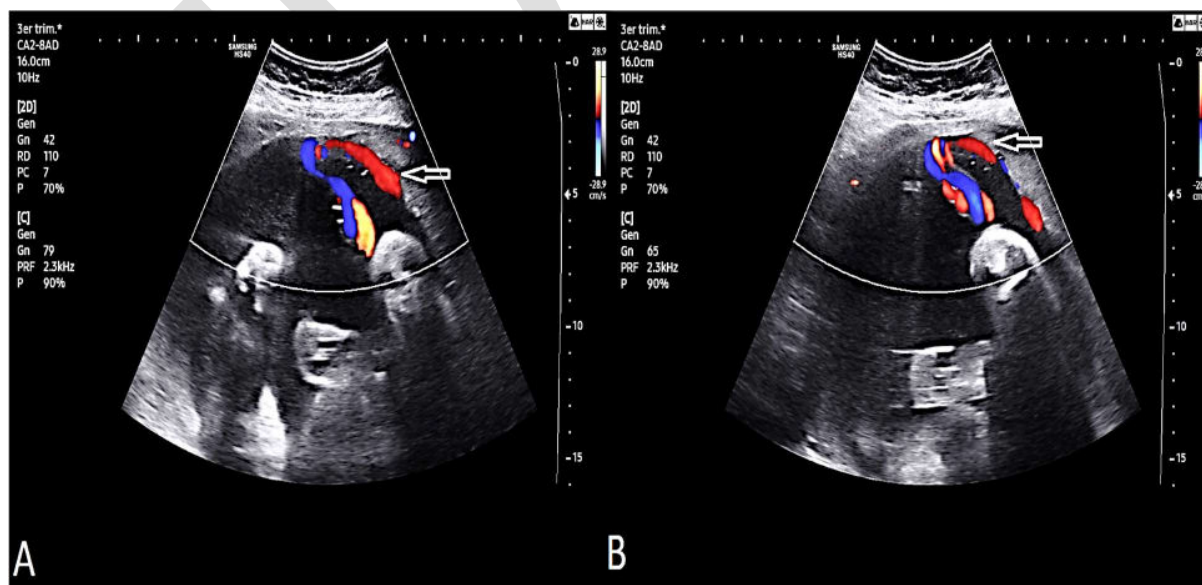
A y B. Exploración Ecográfica transabdominal mediante Doppler Color a las 30 semanas de gestación. Se observa Vasos Umbilicales (Flechas) recorriendo superficie uterina desde Inserción Velamentosa del CU hasta borde placentario más cercano. Fuente: Autores
